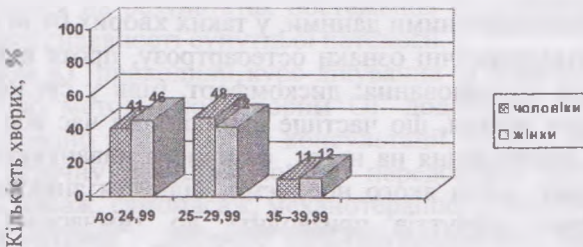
Розподіл хворих на гонартроз 0–I рентгенологічної стадії КГ на початку дослідження згідно з ІМТ
